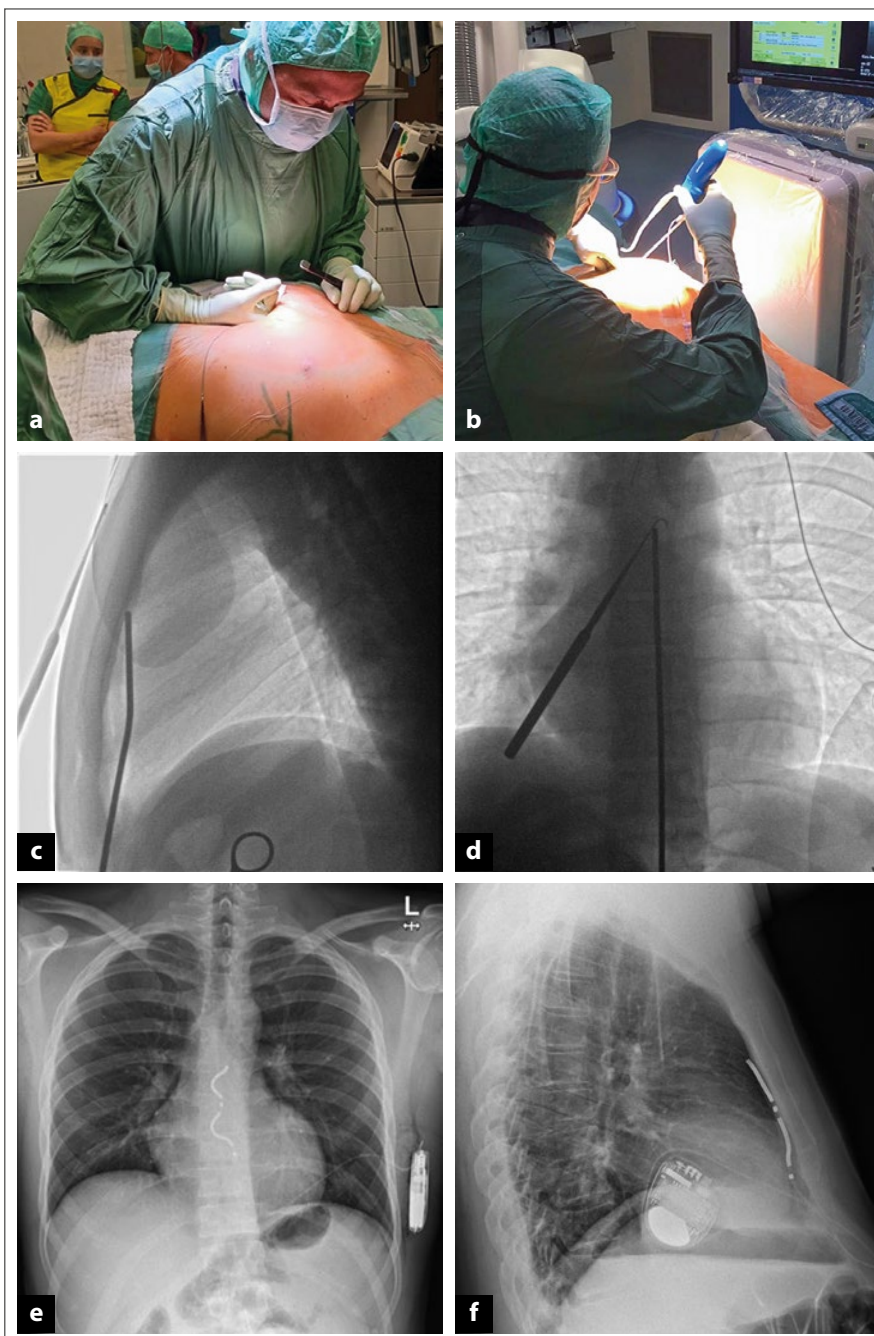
(a): Blunt Finger Dissection; (b–d): Schrittweise Tunnelierung unter lateraler Fluoroskopie – Bestätigung der Orientierung in ap; (e, f): Thoraxröntgen ap + seitlich
